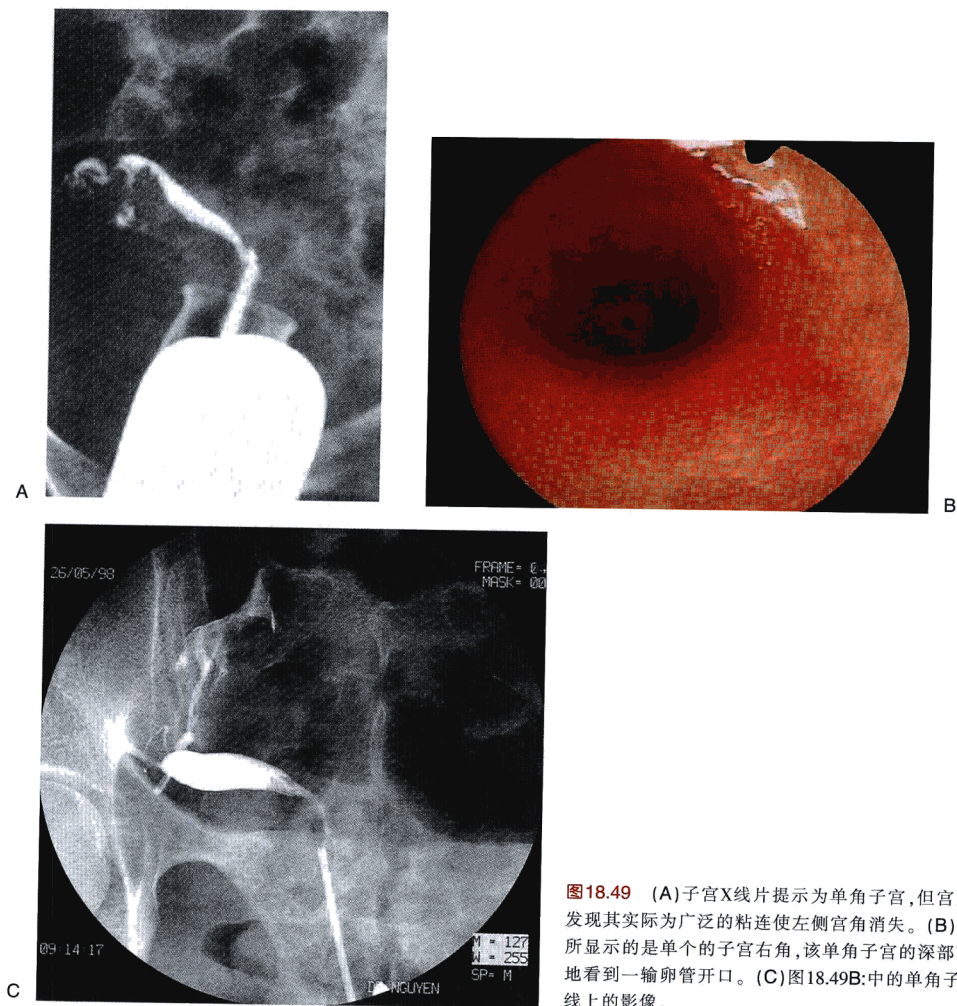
(A)子宫X线片提示为单角子宫,但宫腔镜检查却发现其实际为广泛的粘连使左侧宫角消失。(B)宫腔镜检查所显示的是单个的子宫右角,该单角子宫的深部顶端能清楚地看到一输卵管开口。(C)图18.49B中的单角子宫在子宫X线上的影像。
